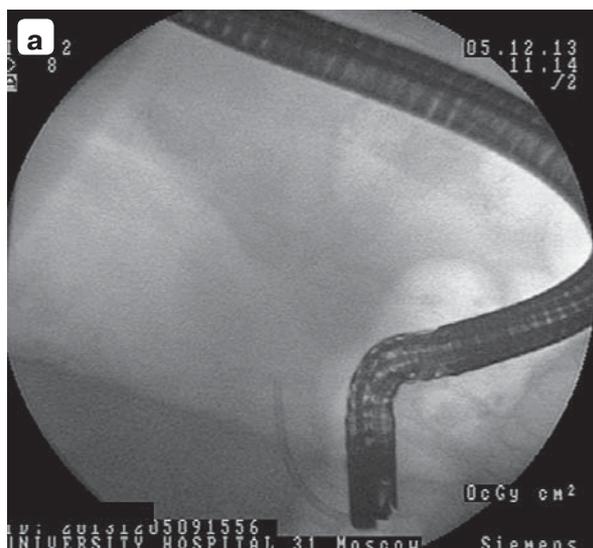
Острый постманипуляционный панкреатит. Эндоскопическое ретроградное стентирование ППЖ: а – рентгенограмма; б – эндофото.
